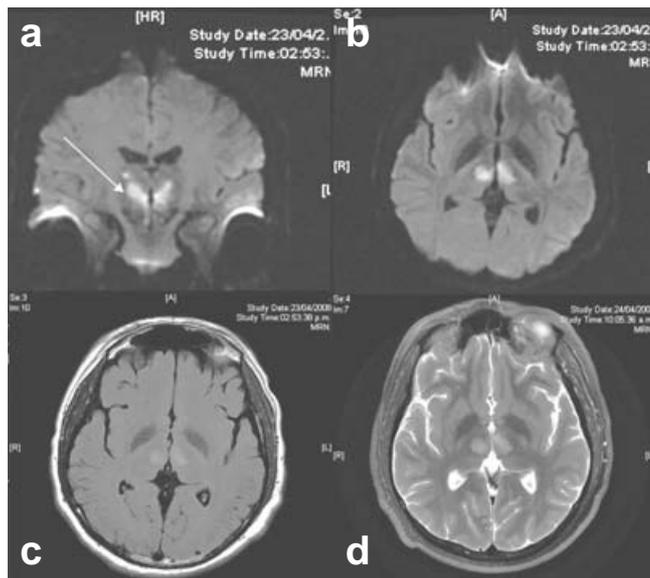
Resonancia magnética craneal. a) secuencia difusión corte coronal; se observa restricción en la señal a nivel de ambos tálamos con extensión rostrocaudal de lado derecho llegando a pedúnculo cerebral (flecha). b) Secuencia difusión, corte axial, con restricción en la señal bilateral de tálamo. c) Secuencia FLAIR, corte axial; se observa hiperintensidad en ambos tálamos. d) Secuencia T2, corte axial, donde se observa infarto bilateral de tálamo.
